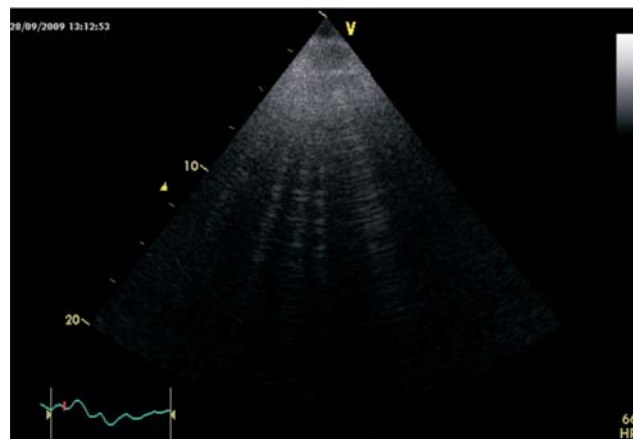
УЗИ-картина легких при накоплении в легких дополнительного количества жидкости. Стрелкой указаны вертикальные УЗ-сигналы вследствие реверберации через утолщенные междольковые перегородки – легочные кометы.
